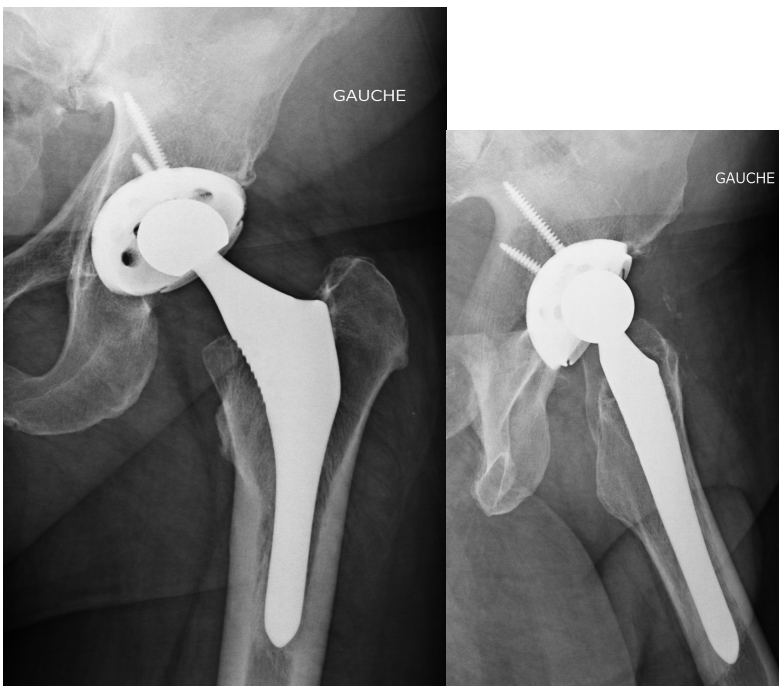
radiographies cliché face et profil, contrôle PTH groupe PeC à 20 ans de recul.
